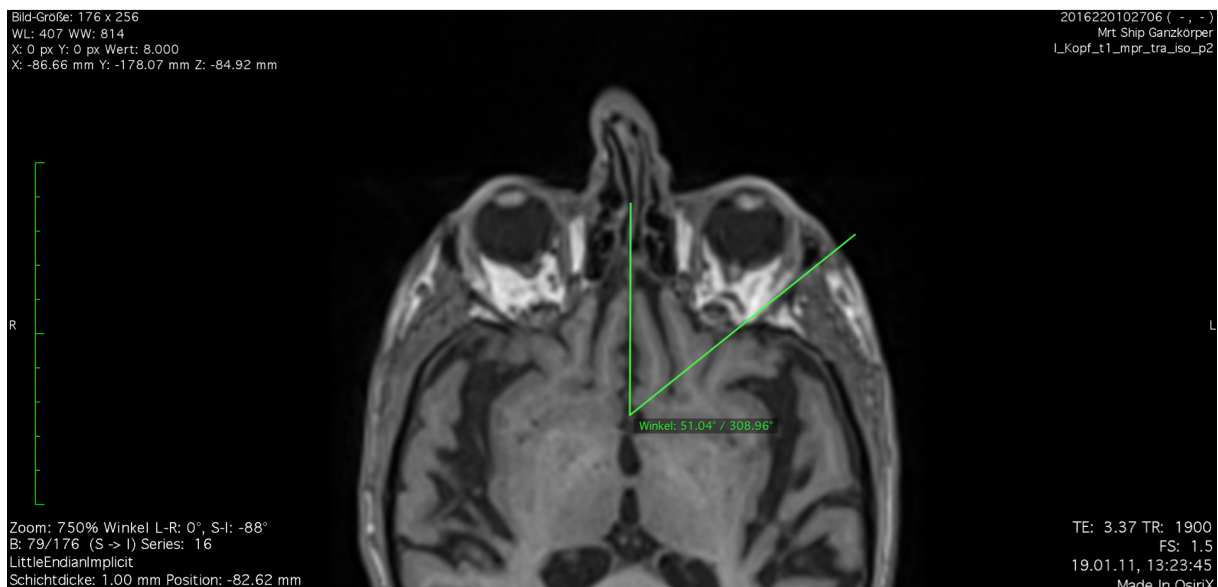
Beispiel-MRT-Sequenz zur Orbitawinkelvermessung trotz Nasenseptumdeviation. Die Abbildung zeigt eine MRT-Sequenz zur Bestimmung des Orbitawinkels anhand der linken Orbita. Obwohl eine Nasenseptumdeviation vorlag, konnte die Mittellinie festgelegt werden [46].
